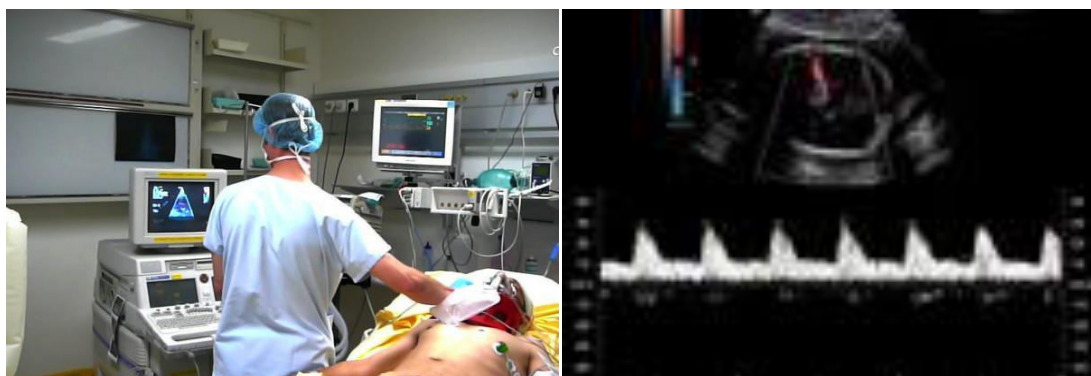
pratique du doppler transcranien au lit du patient
